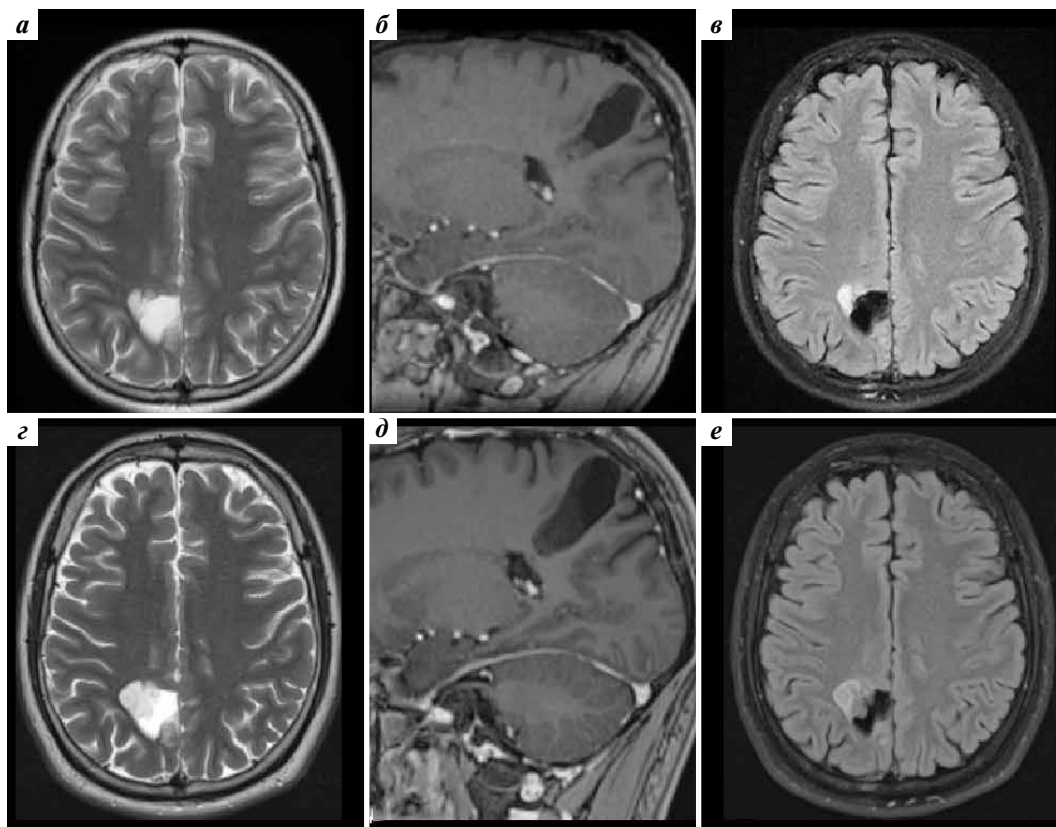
Результаты динамической магнитно-резонансной томографии (МРТ) пациента Ш. до и после повторной операции. Результаты последней плановой МРТ после первой операции в 16-летнем возрасте: четко визуализируется остаточный фрагмент опухоли в глубинном белом веществе правой теменной доли (а–в). Результаты внеплановой МРТ (проведена после жалоб пациента на участившиеся эпизоды головной боли): отчетливо определяется явное визуальное увеличение в размерах ранее стабильных фрагментов опухоли в глубинном белом веществе правой теменной доли (г–е). На изображениях FLAIR определяются мультикисты в прогрессирующем фрагменте опухоли (е)
